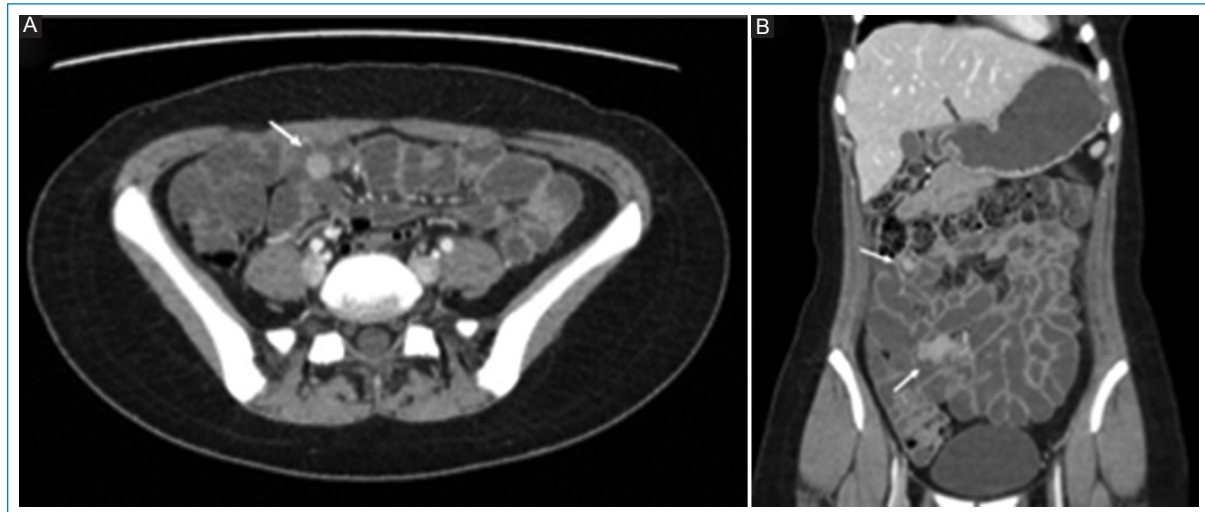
Pólipos adenomatosos. Enterografía por tomografía computarizada con contraste intravenoso. A: corte axial. B: coronal. Que muestra múltiples pólipos en el intestino delgado de un paciente con síndrome de Peutz-Jeghers (flecha).
